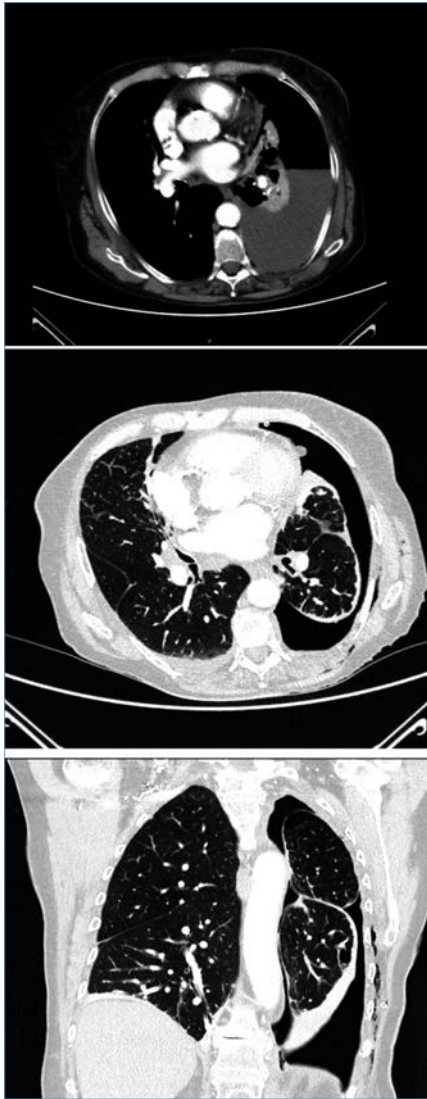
TC para estudio de silueta para-aórtica izquierda.
